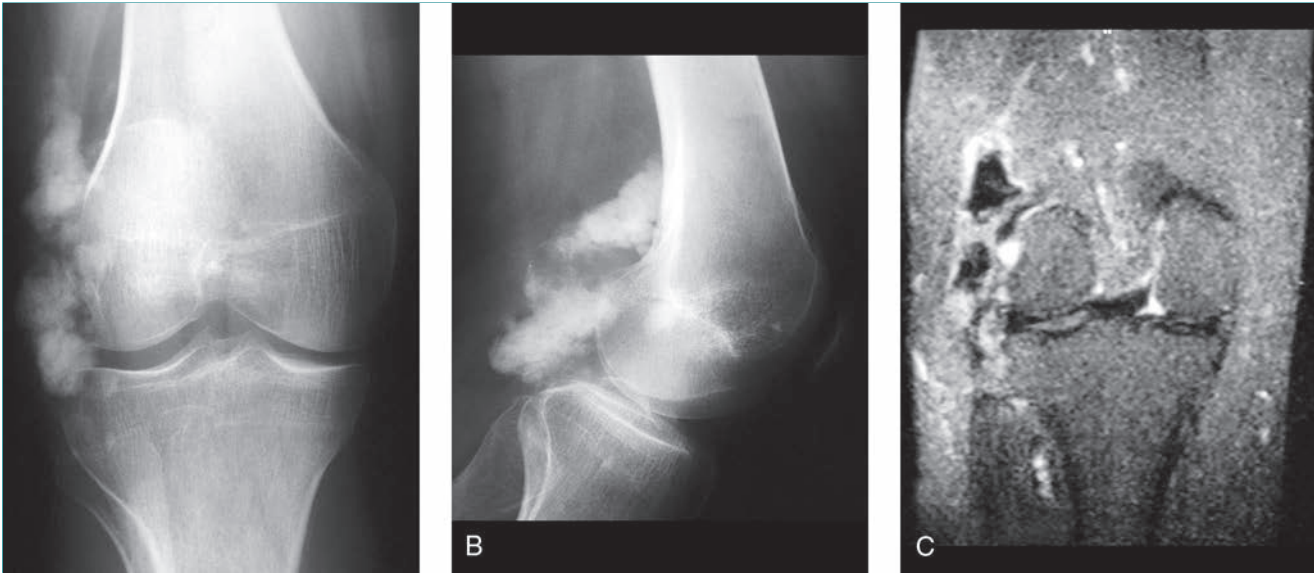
Melorreostosis. A, Radiografía anteroposterior que muestra formación perióstica de hueso en la zona lateral de la rodilla. Obsérvese la intensa osificación de apariencia nodular del nuevo hueso formado. B, Radiografía lateral que muestra gran cantidad de neoformación ósea nodular saliendo de la cara posterior del fémur distal. C, Imagen de resonancia magnética coronal ponderada en T2 de la rodilla que muestra masas nodulares de muy baja intensidad de señal (que corresponden a formación de hueso) y zonas de alta intensidad de señal (que corresponden a edema) alrededor de los nódulos.
